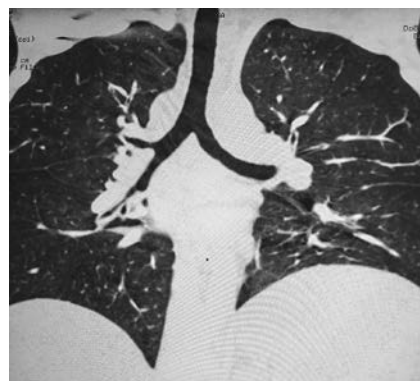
КТ органов грудной клетки: базальные отделы легких без очаговых и инфильтративных изменений.
